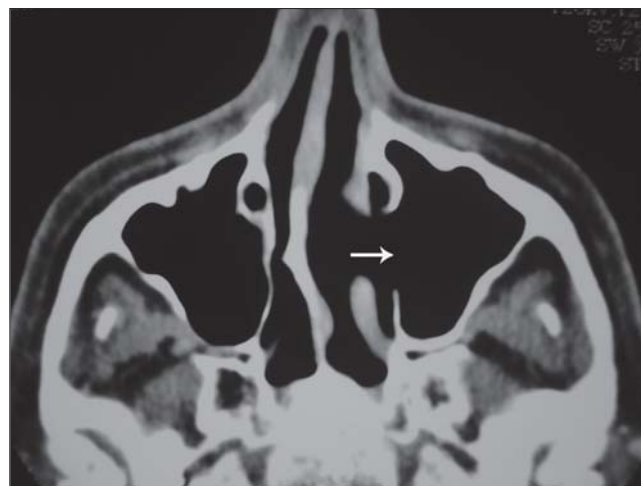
Tomografia computadorizada de seios paranasais em corte axial - controle pós-operatório, mostrando ausência de sinais de recidiva (seta).
